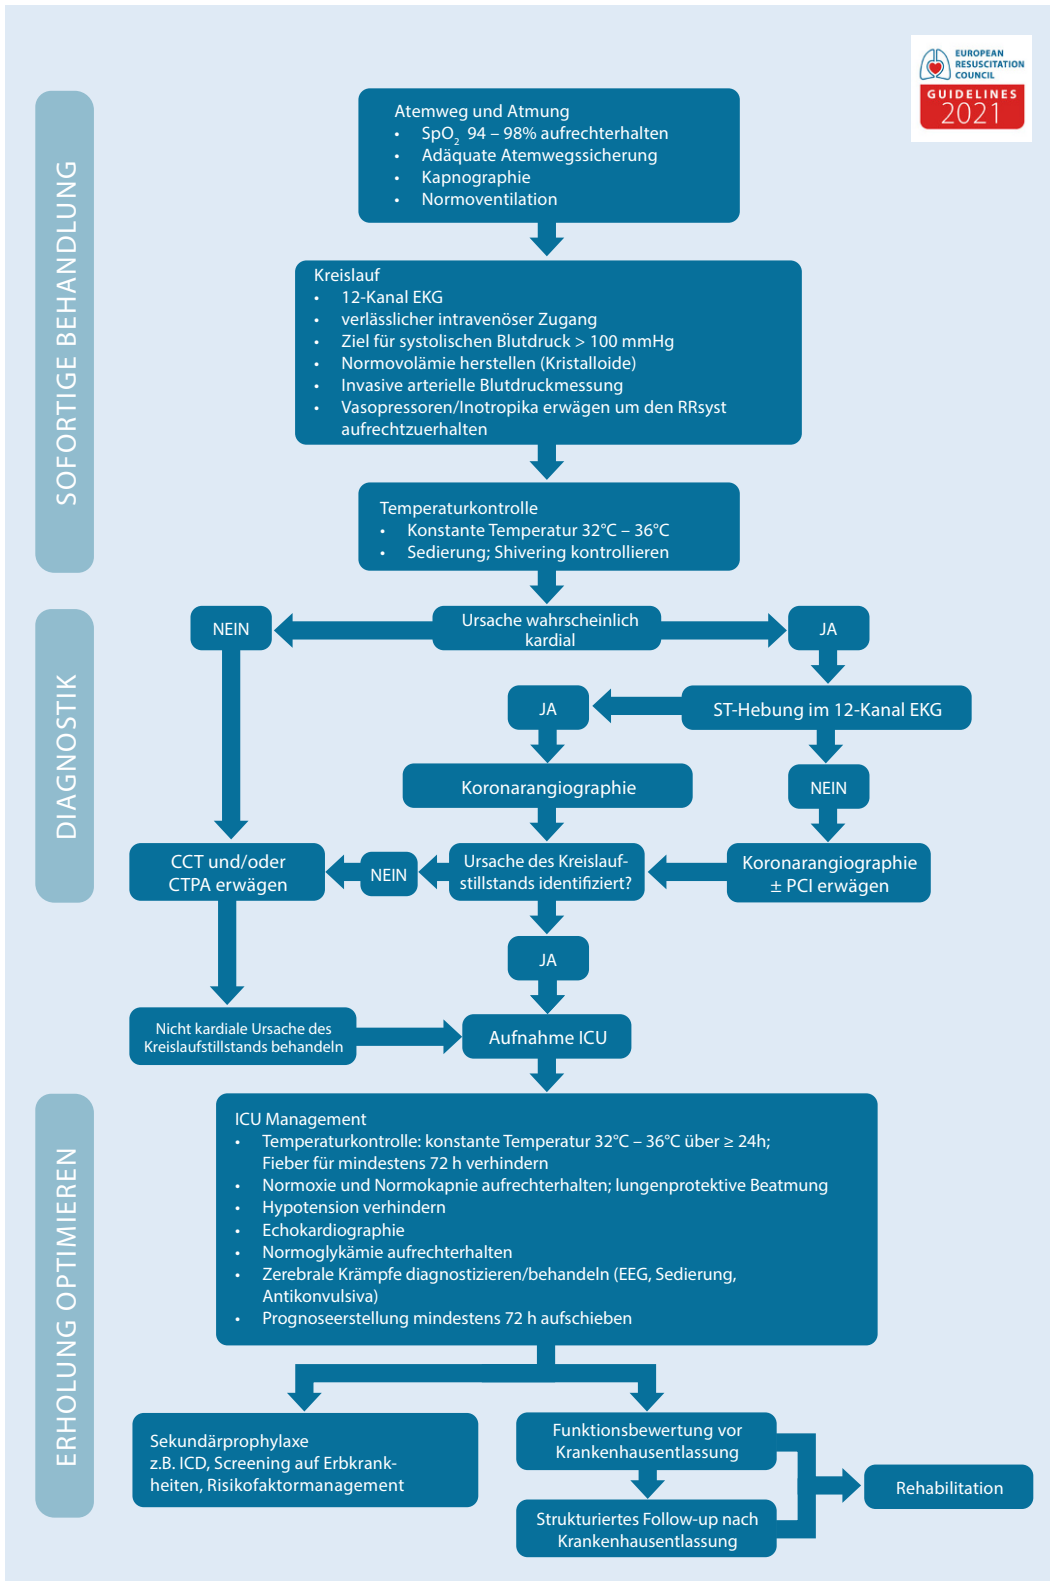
◀ Postreanimationsalgorithmus. *SBP* systolischer Blutdruck, *PCI* perkutane Koronarintervention, *CT* Pulmonalis Angiographie, *CTPA* CT-Angiographie, *ICU* Intensivstation, *EEG* Elektroenzephalographie, *ICD* implantierter Kardioverterdefibrillator
